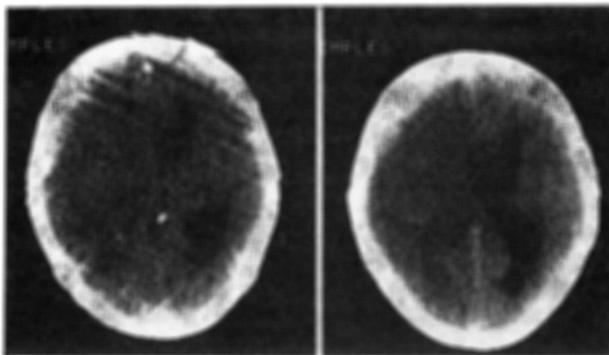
Caso C.A.D. Tomografia axial computadorizada: desvio do ventrículo esquerdo para o lado direito, com dilatação do ventrículo lateral direito; não há impregnação parenquimatosa com a injeção de contraste endovenoso.
